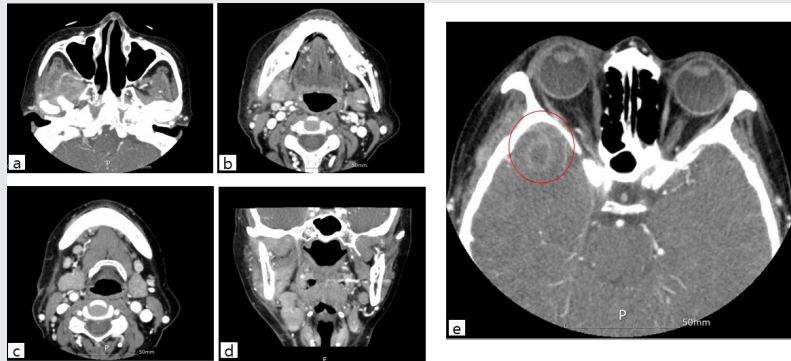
Postoperative Computed tomography with contrast were taken 20 days after incision and drainage.
